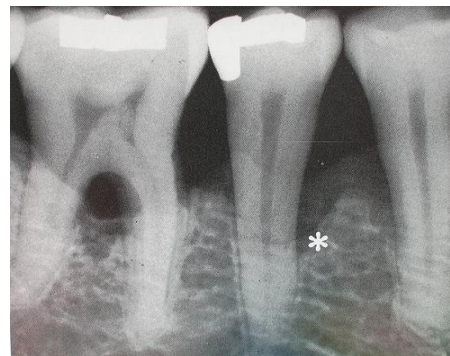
Radiografía periapical en la que se muestra los tejidos de soporte afectados por enfermedad periodontal. (<https://www.juanbalboa.com/periodontitis/>)
